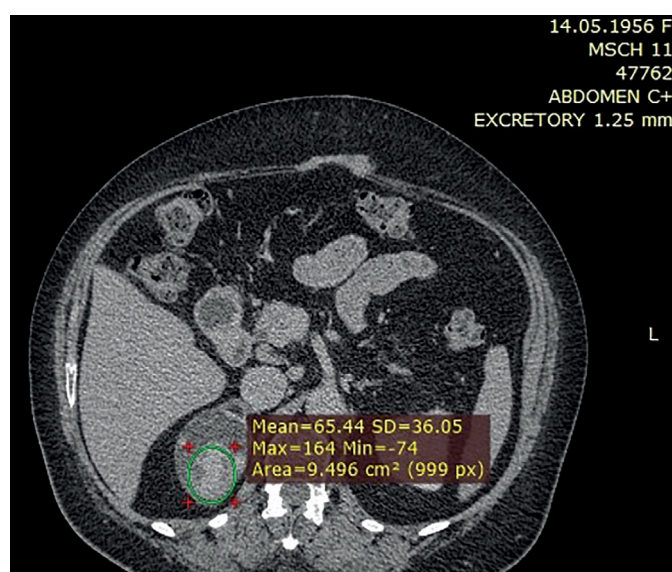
КТ, отсроченная фаза. Участок с медленным вымыванием контраста.
